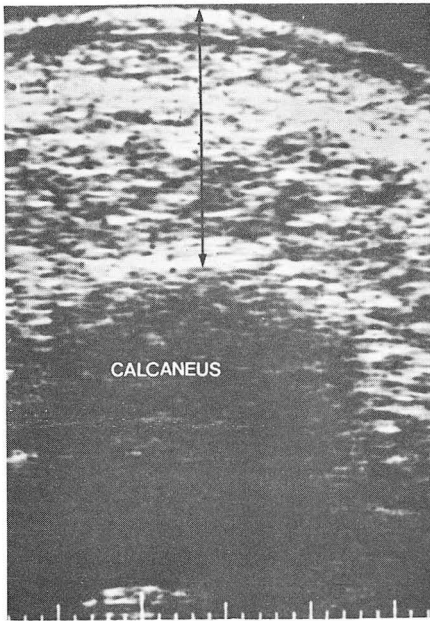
A longitudinal sonogram of the heel of left foot. The skin surface and the heel-pad calcaneal junction show high intensive interfaces. The shortest distance between these was measured.
